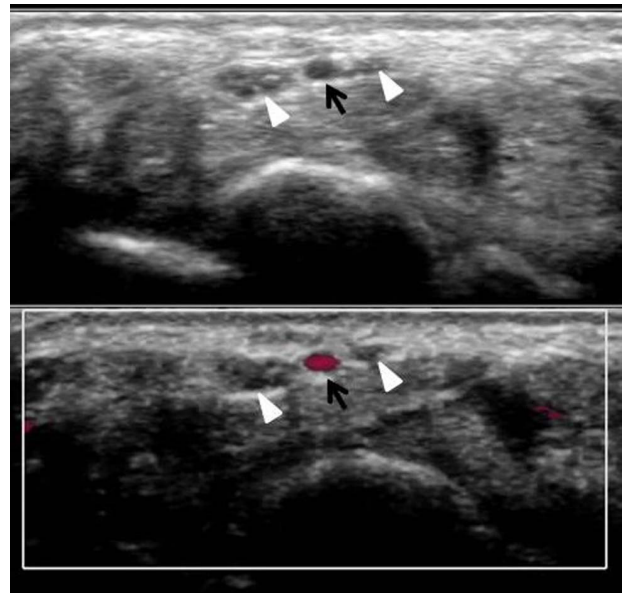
Ultrasound (top) and color doppler (bottom) revealed bifid median nerve (white arrow head) and persistent median artery (black arrow) of the wrist.
